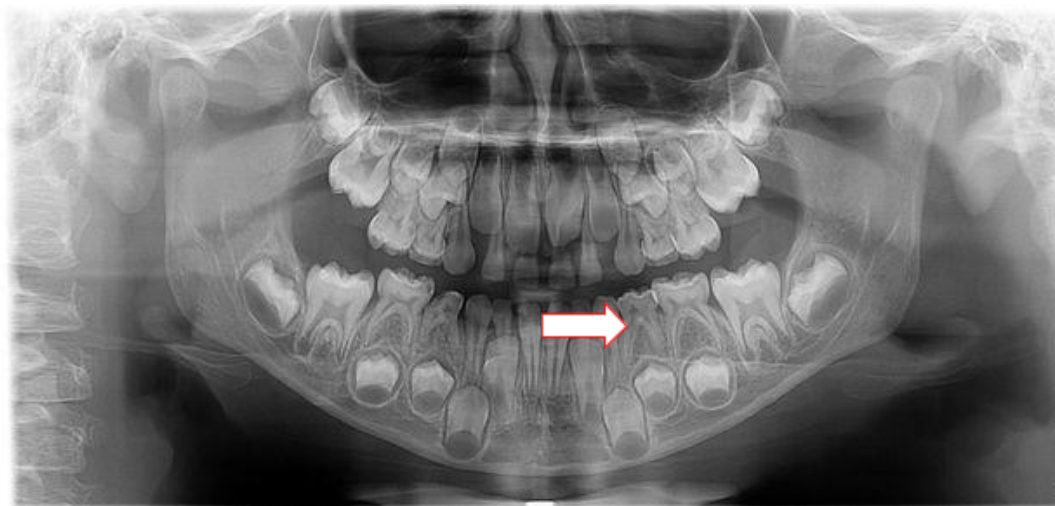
Radiografia panorâmica do paciente L.R.M No detalhe a seta evidencia a presença de cálculo pulpar no elemento 75, 74, 84 e 85.
